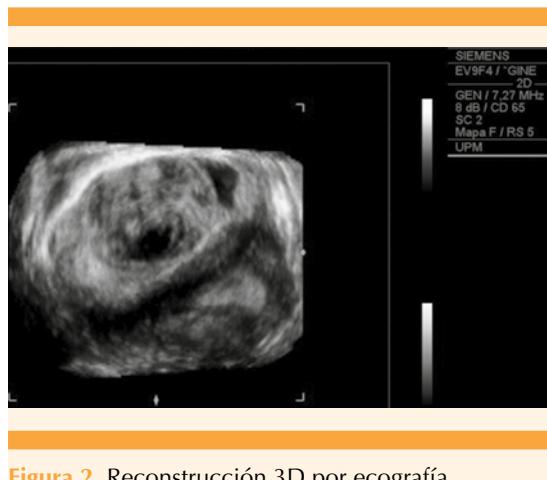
Reconstrucción 3D por ecografía.
